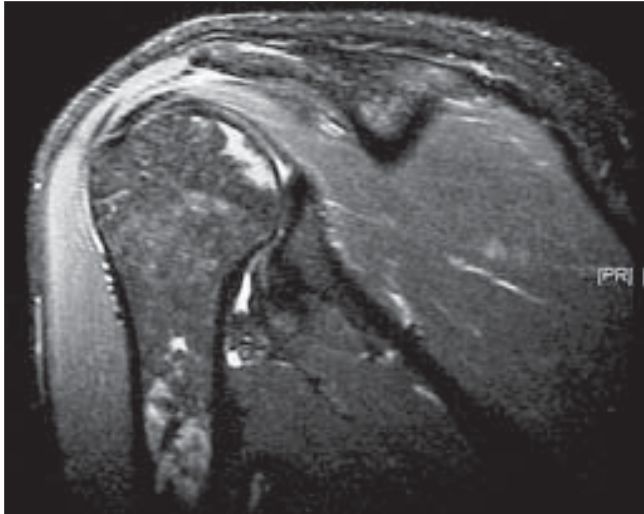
Resonancia magnética de hombro derecho que evidencia áreas de hiperseñal en cabeza y diáfisis humeral, correspondiente a osteonecrosis por síndrome de descompresión.
